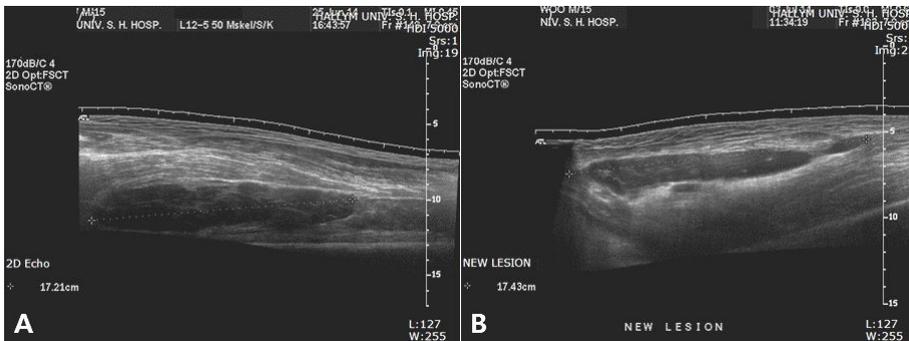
On 2<sup>nd</sup> admission, a large hematoma (10×4×17 cm) in vastus intermedius muscle of the right thigh was found on sonography (A). The size of hematoma increased and a new lesion appeared on hospital day 9 (B).
